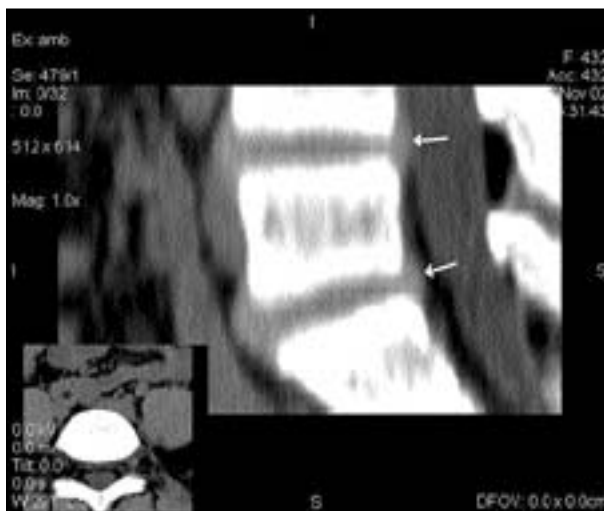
MPR реконструкция. Циркулярная протрузия межпозвоночных дисков L_{IV} – L_V, L_V – S₁ (указано стрелками)
